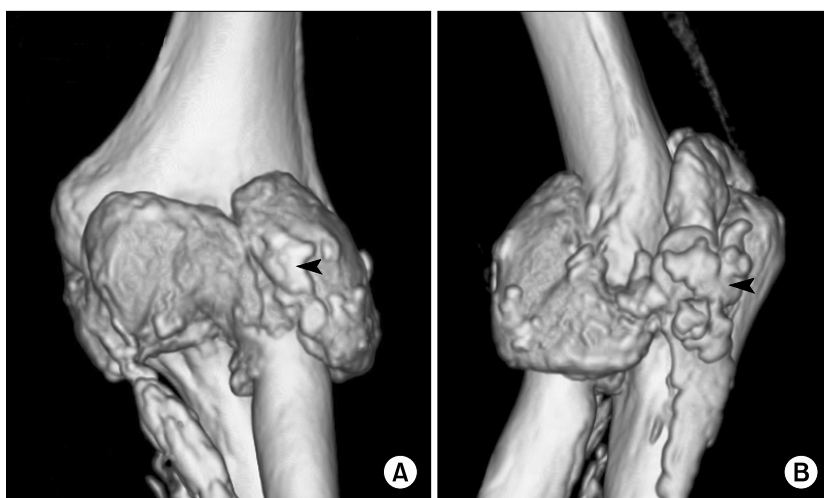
Computed tomography scan showing nodular calcified deposit in the distal humerus and proximal ulnar and radius (arrow).
